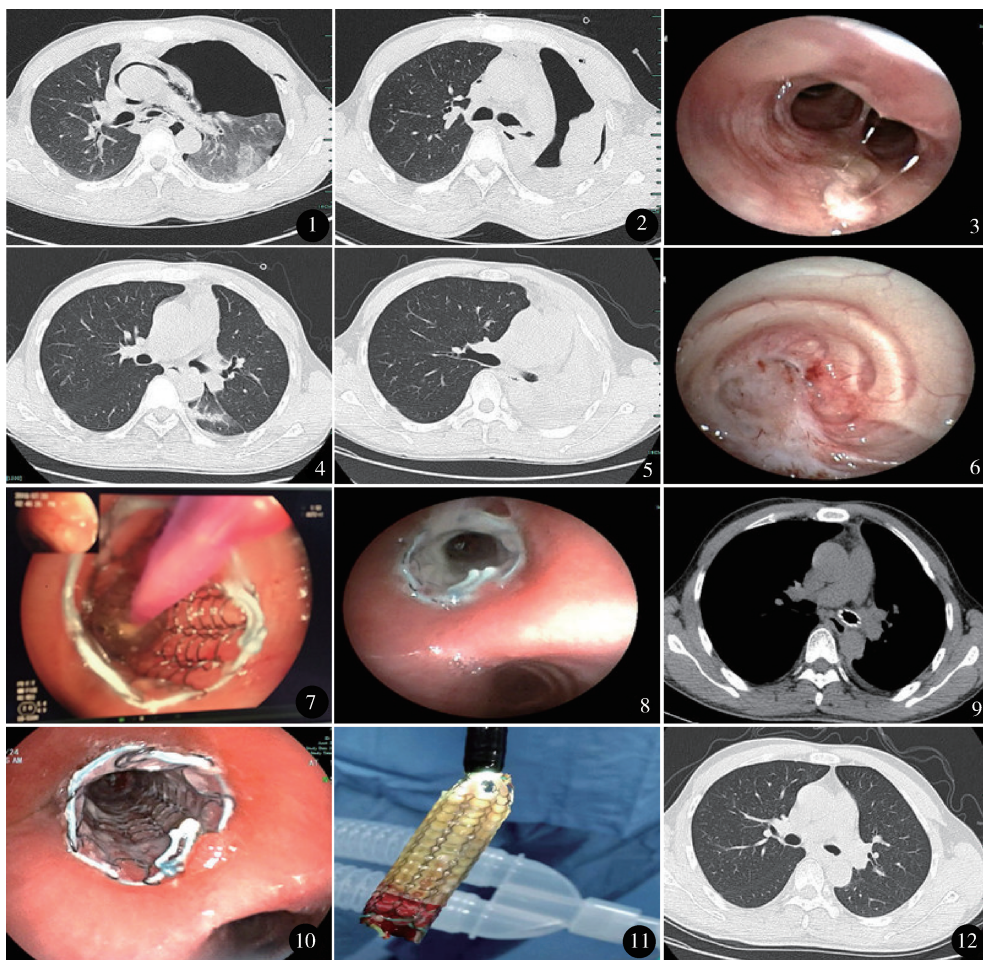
外伤时胸部 CT, 经胸腔闭式引流病情未见缓解 图 2、3 外伤后 4 d 胸部 CT 左肺完全实变, 左主支气管见痰栓影, 纵隔左移, 纵隔气肿消失, 下午气管镜吸痰、冲洗治疗, 但漏诊少量增生的肉芽 图 4 外伤后半个月胸部 CT 左肺完全复张, 左支气管内肉芽增生仍被疏忽, 漏诊, 患者于次日出院 图 5、6 外伤后 2 个月胸部 CT 及气管镜检查左肺完全不张实变, 纵隔左移, 左主支气管内肉芽增生完全阻塞管腔, 对比图 3、4 明确左主支气管裂伤诊断 图 7 气管镜下介入治疗, 氩离子束凝固术烧灼增生阻塞的肉芽, 置入支气管金属覆膜支架 图 8、9 支架置入后每 2 周来门诊行气管镜检查, 吸痰, 保持气道通畅 图 10~12 支架置入 4 个月取出, 查胸部 CT 示左肺完全复张, 左主支气管内肉芽增生消失
